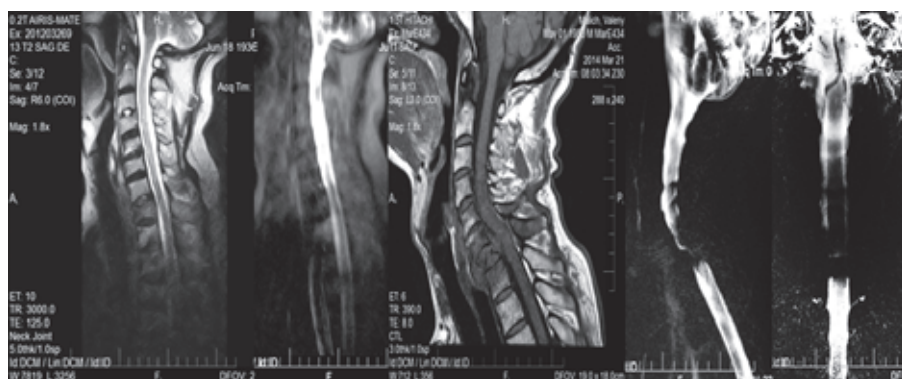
МРТ в сагиттальной плоскости разных больных при различных импульсных последовательностях, отражающие степени ВМК. Первая МРТ T2ВИ демонстрирует I степень компрессии, вторая МРТ 2D миелограмма отражает II степень, третья постконтрастная МРТ T1ВИ иллюстрирует III степень компрессии, 4 и 5 МРТ 2D миелограммы констатируют IV степень компрессии канала
